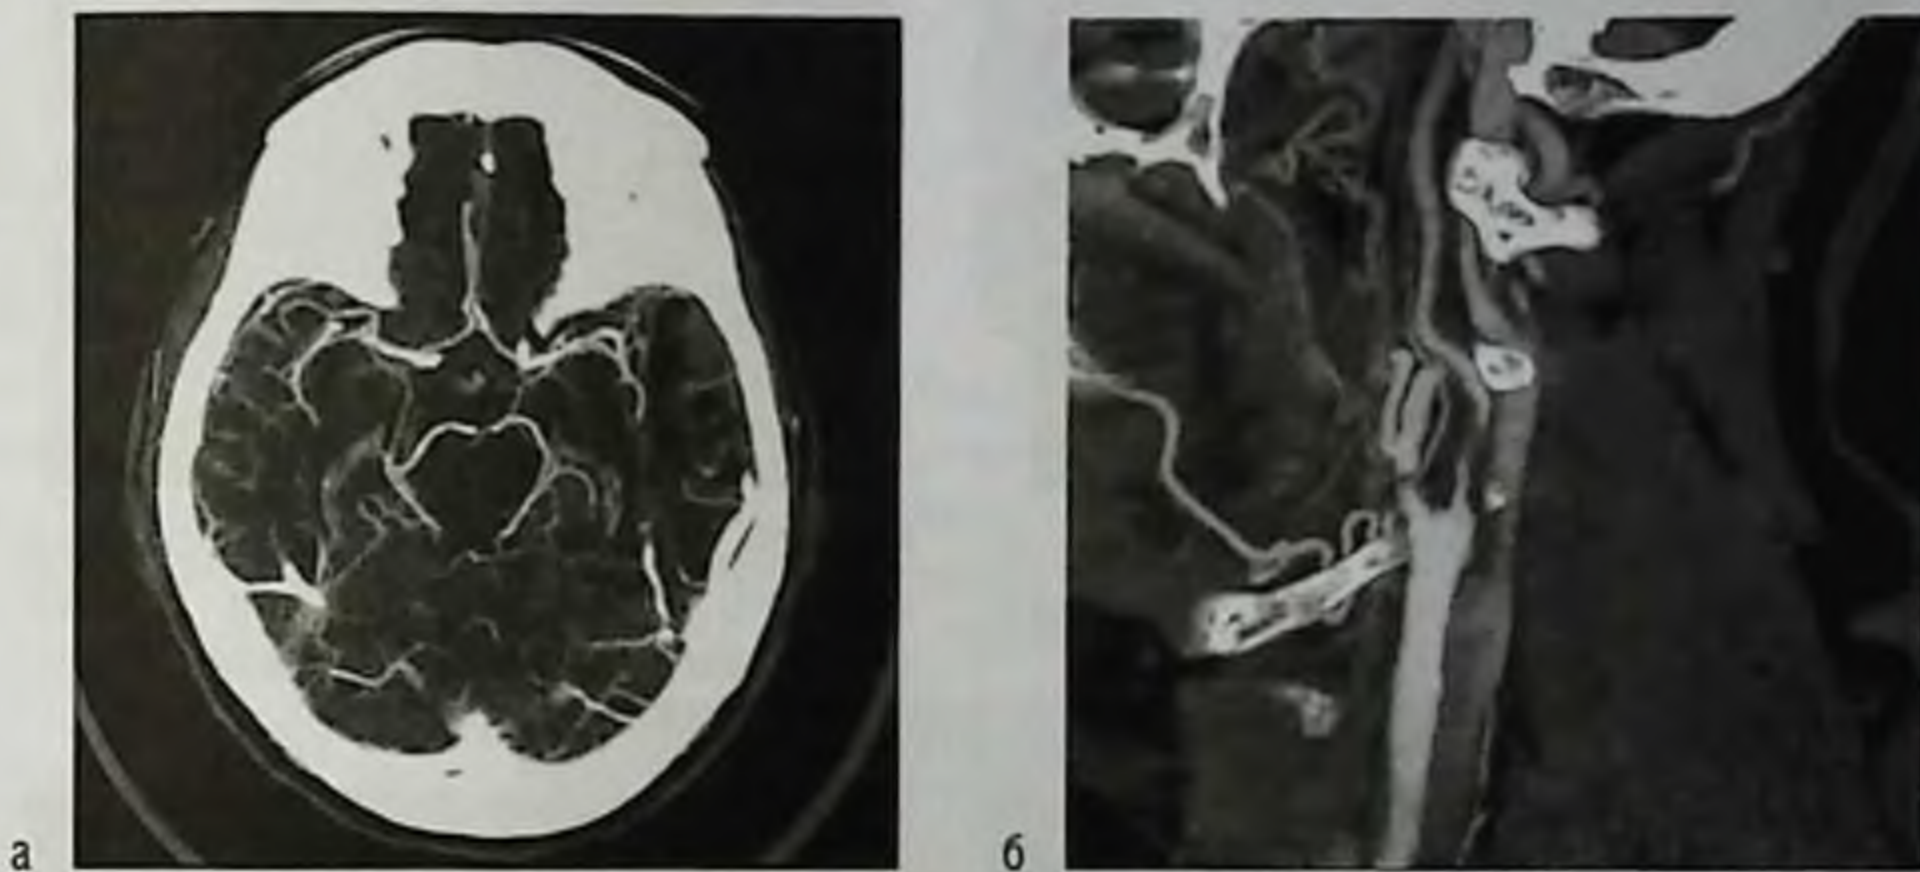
Компьютерно-томографическая ангиография артерий с контрастным усилением: а — головы; б — шеи
